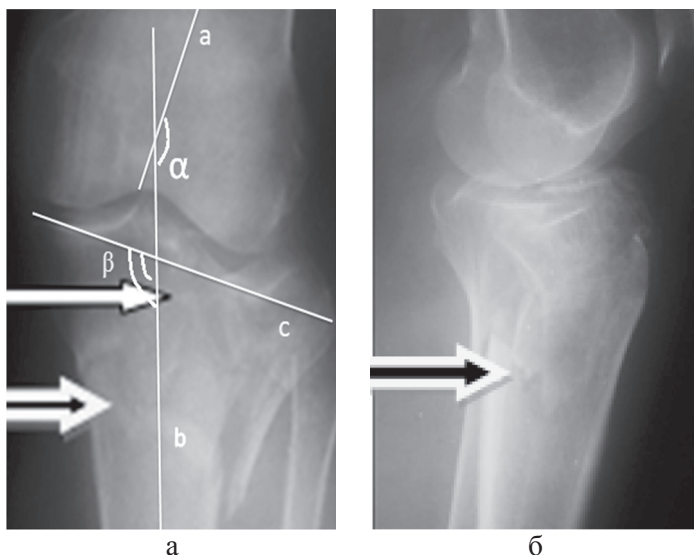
Рентгенограммы коленного сустава больного П., 68 лет, в прямой (а) и боковой (б) проекциях. На прямой проекции: а — среднедиафизарная линия БК; б — среднедиафизарная линия ББК; с — осевая линия плато ББК; в данном случае ББУ ( $\alpha$ ) равен  $158^\circ$ , ПДУ ( $\beta$ ) равен  $109^\circ$ . Определяется оскольчатый импрессионный перелом наружного мыщелка (белая стрелка); перелом по типу «скола» внутреннего мыщелка — тип VI по классификации J. Schatzker. Черной стрелкой обозначена зона метадиафизарной диссоциации (собственное наблюдение)
